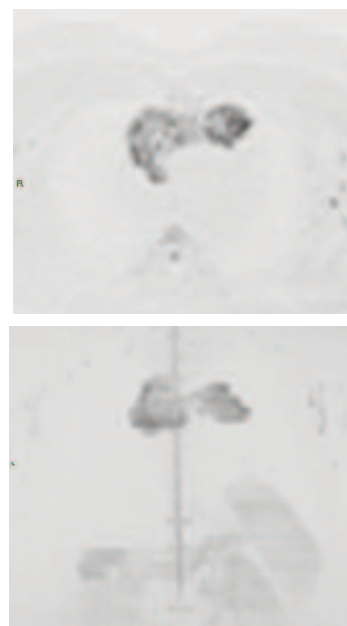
4.4 Sequenze DWI acquisite con b factor pari a 1000. La lesione determina restrizione della diffusività tissutale e presenta aumento del segnale.
